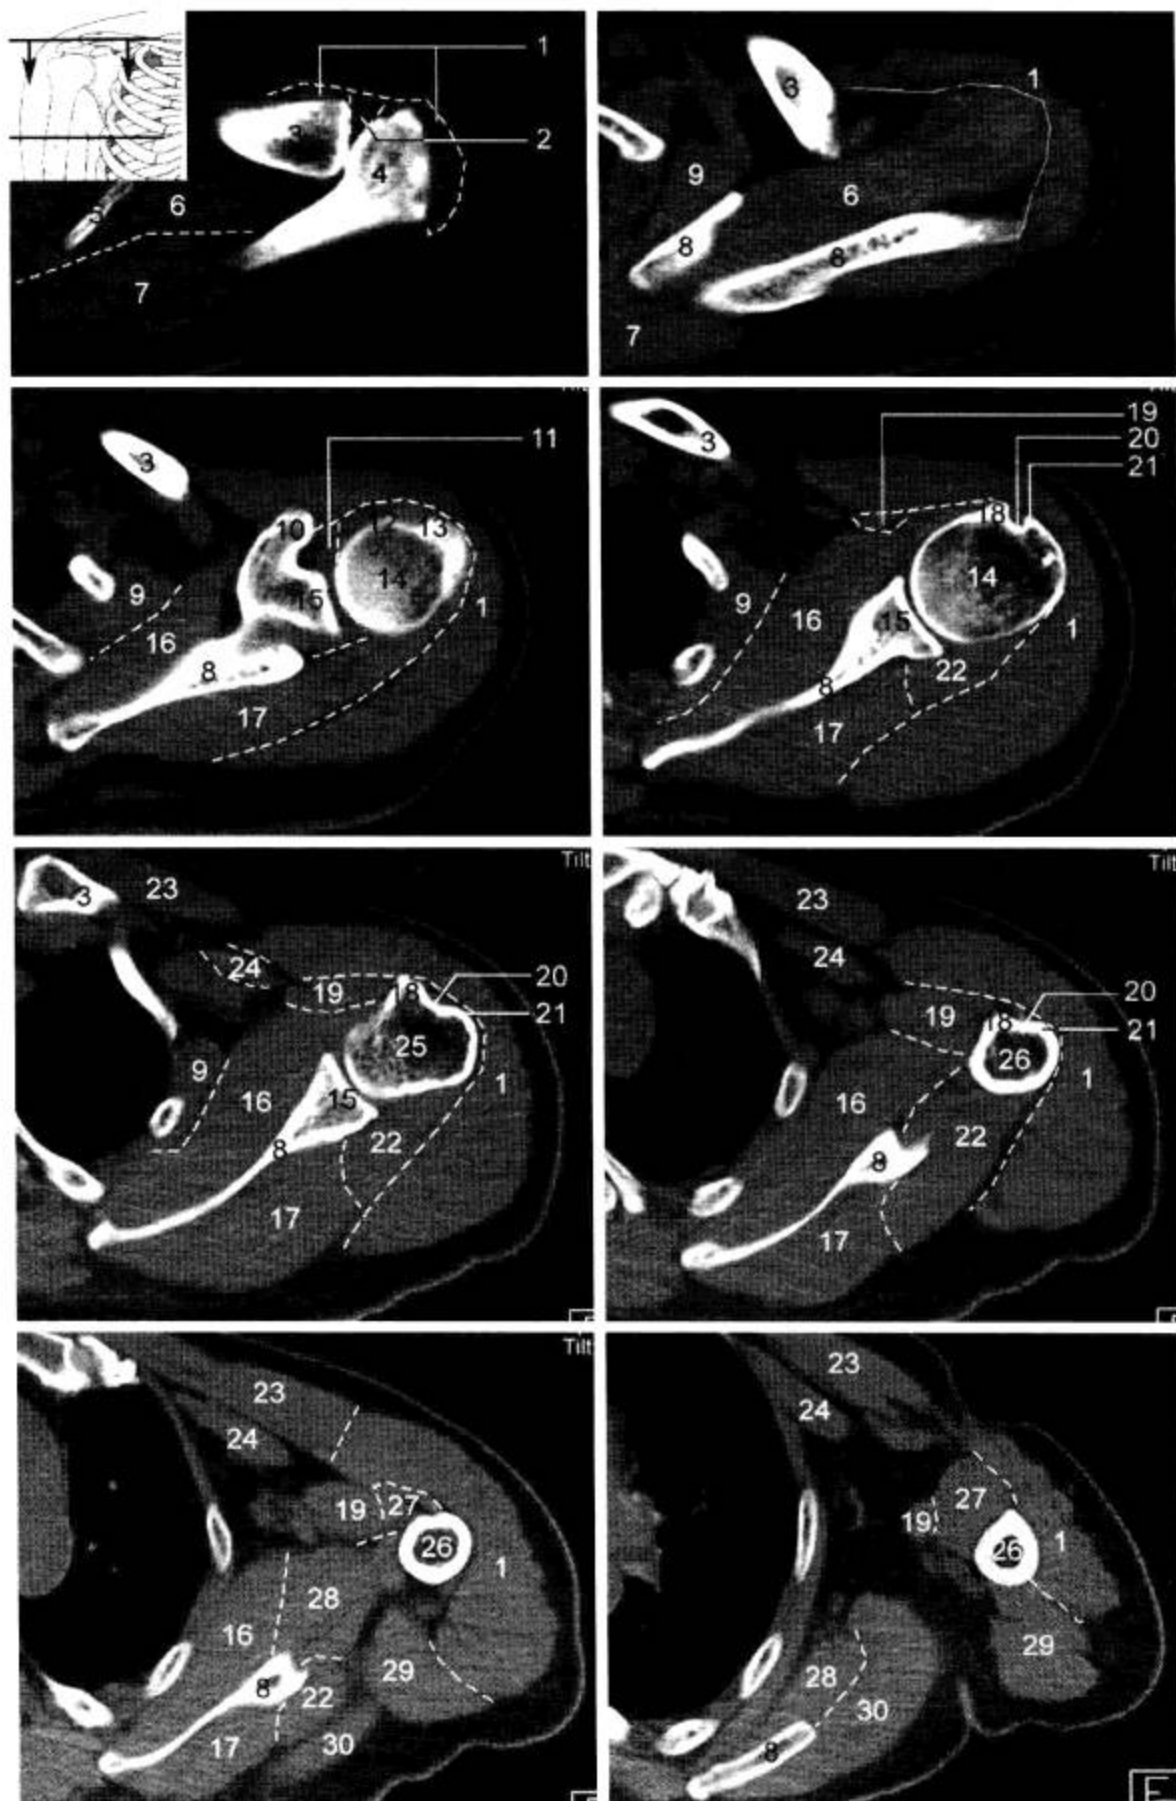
肩关节 CT 横断面 (窗宽 600 Hu, 窗位 150 Hu)
